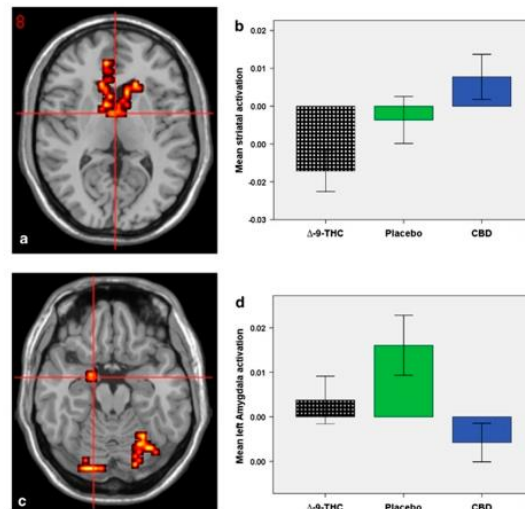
Effets opposés du THC et du CBD sur une IRM
